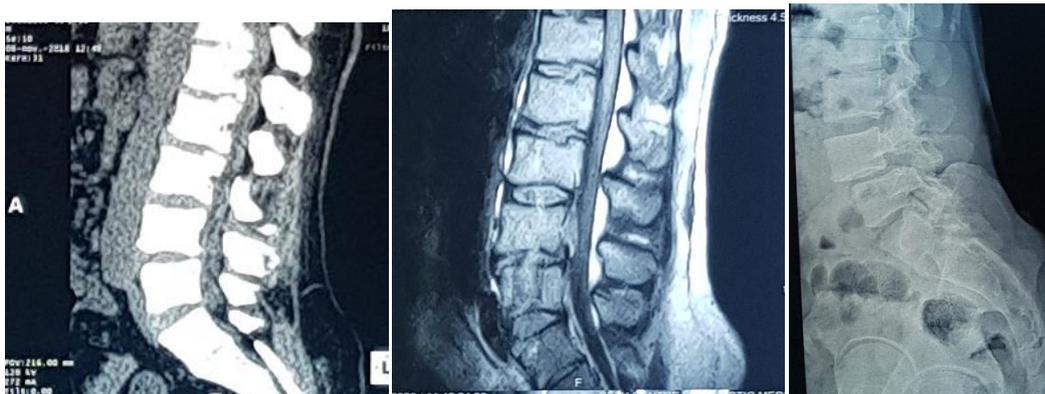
(a, b et c) : Chez le même patient TDM (fig. 6a) et IRM (fig. 6b) montrant la lyse isthmique, le pincement discal, l'anomalie de signal en hypo-T2, mais pas l'instabilité. Celle-ci est retrouvée par contre sur la RX standard (fig. 6c).
